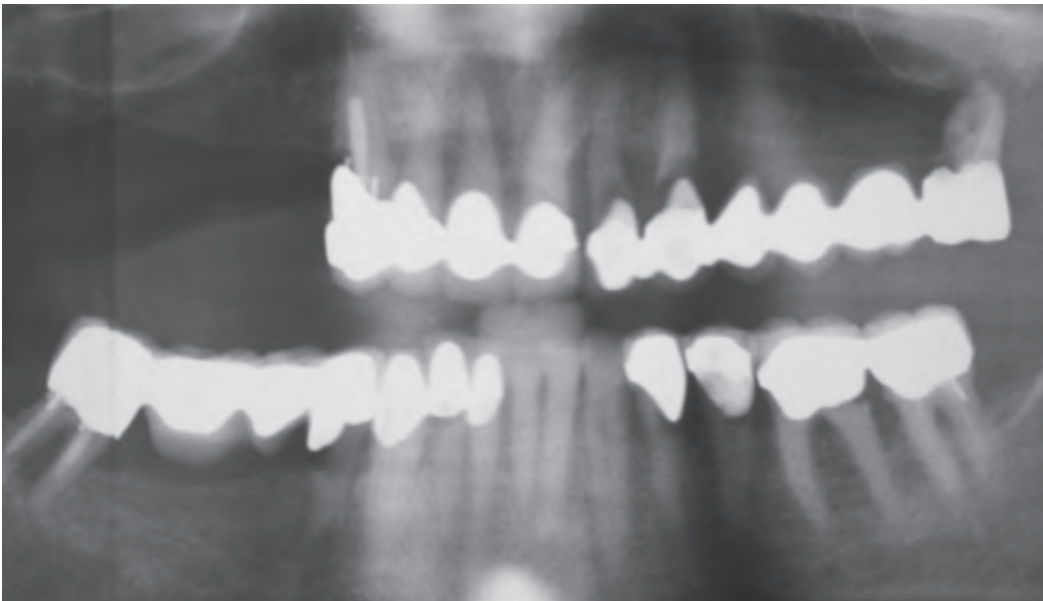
Das Röntgenbild (OPTG) wurde rund 4 Monate vor der Extraktion aufgenommen und zeigt die insuffizienten Versorgungen, die kariösen und parodontalen Läsionen sowie die Knochentaschen.
